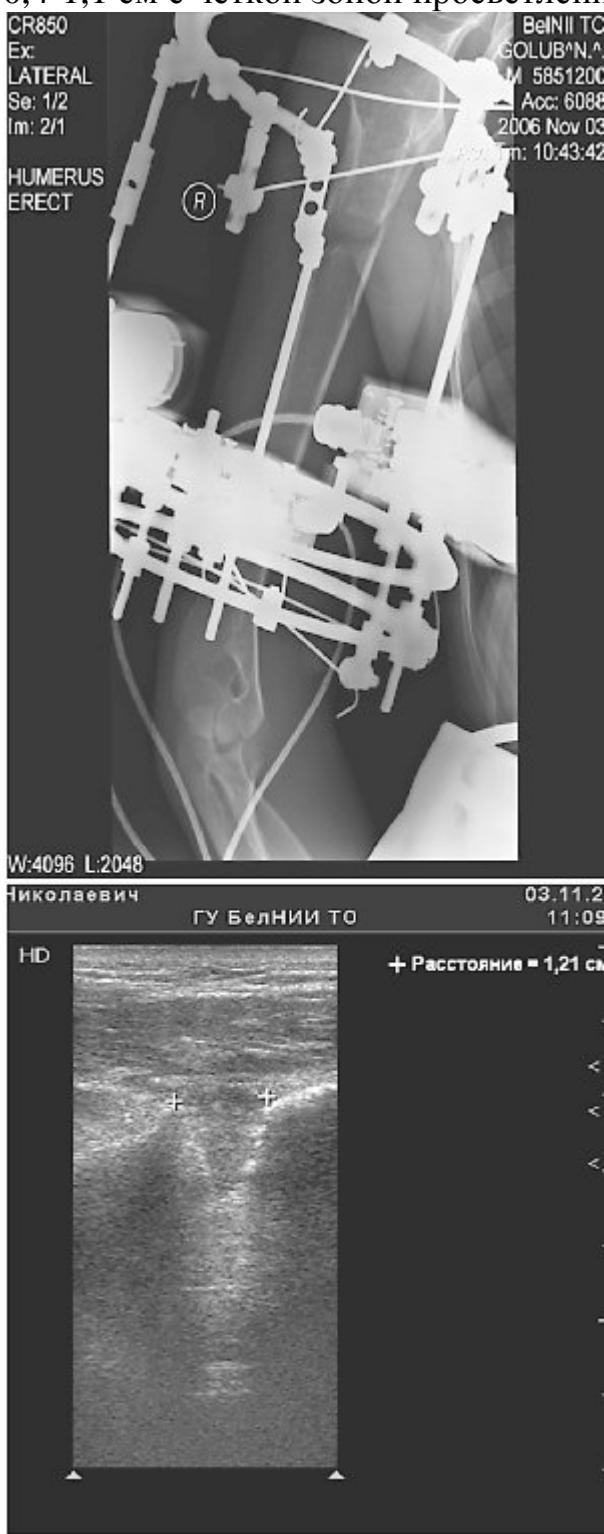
Больной Г., 19 лет. Рентгенограмма и эхограмма регенерата. 3 недели дистракции.
